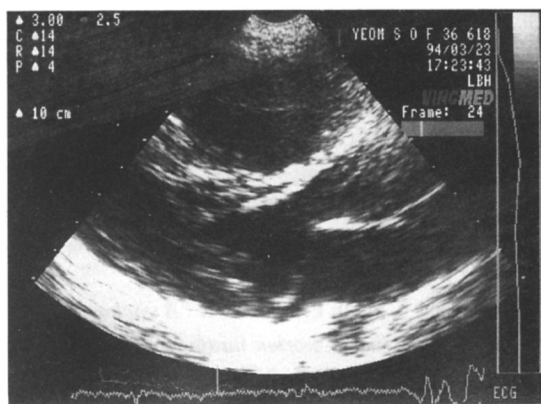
Mild mitral valve prolapse in echocardiography.
